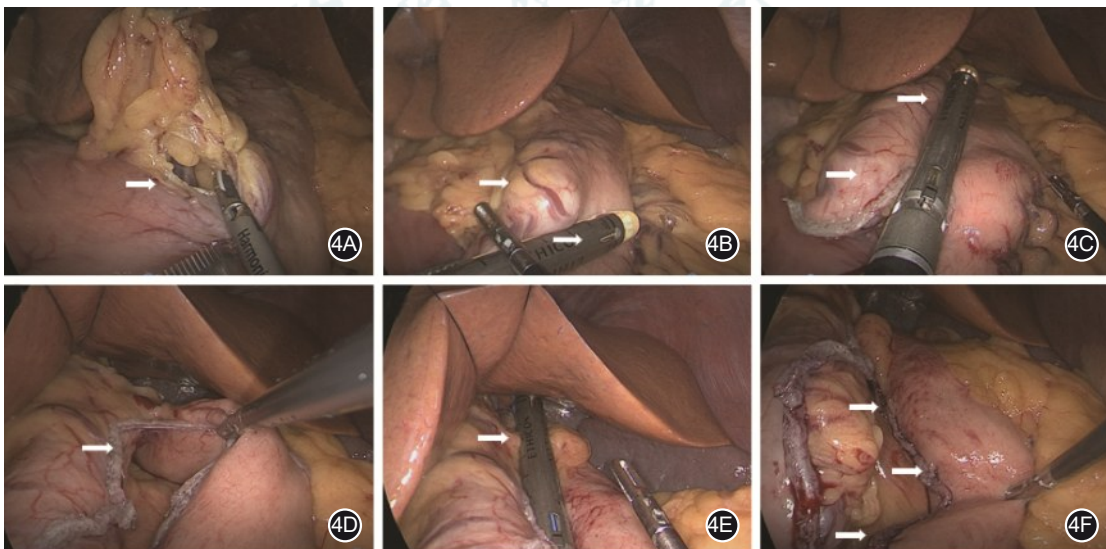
创建小胃囊图(王存川手术团队提供) 4A.打开网膜囊:从胃角切迹处靠近胃壁用超声刀打开胃网膜囊(箭头所示为胃角切迹);4B.切割吻合第1枪:用钉仓朝胃大弯方向切割吻合(第1箭头示Bougie管影,第2箭头示钉仓);4C.切割吻合第2枪:胃管引导下沿His角方向继续切割吻合(箭头示Bougie管为指引);4D.切割吻合第3枪:Bougie管引导下沿His角方向继续切割吻合(箭头示切缘);4E.切割吻合第4枪:Bougie管引导下沿His角方向继续切割吻合(箭头示最后一枪距离His角1.0~1.5 cm处);4F.加固两钉交界处:根据实际情况,必要时用可吸收线加固残胃切缘的两切割钉交界处(箭头所示两钉交界处)
